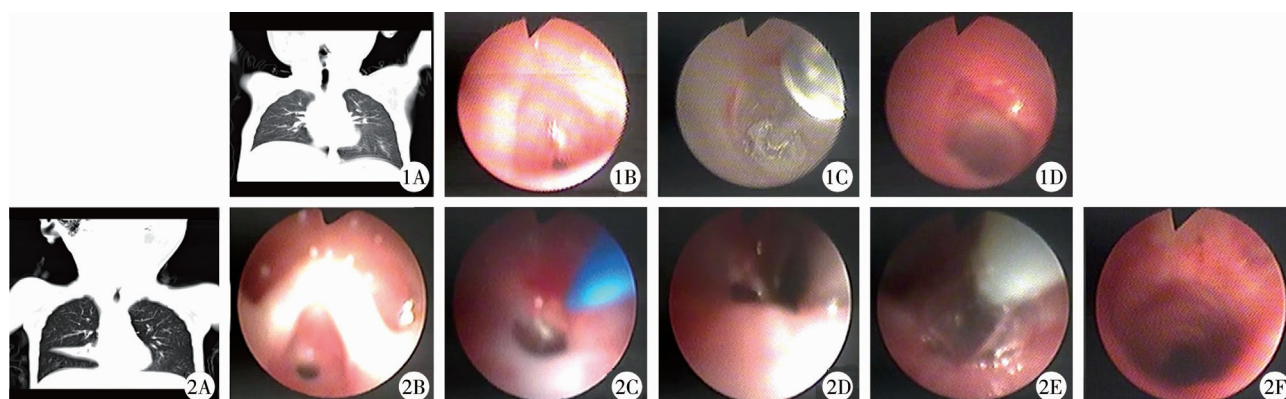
声门下短段瘢痕性狭窄患儿治疗前后图片 1A:CT片示声门下约1.0 cm处见膜状稍高密度影凸出于管腔,中央气道宽约2.5 mm;1B:治疗前支气管镜示声门下气管开口处狭窄,瘢痕组织增生,直径约2.0 mm;1C:球囊扩张;1D:球囊扩张后气管直径增宽至4~5 mm 图2 声门下气管狭窄段超过1 cm患儿治疗前后图片 2A:CT片示气管会厌下方约3.5 cm处狭窄,长度约1.5 cm,中央气道宽约2.7 mm;2B:治疗前支气管镜示声门下气管开口处环形狭窄,瘢痕组织增生,直径约3 mm,狭窄段约1.5 cm;2C:激光烧灼;2D:冷冻;2E:球囊扩张;2F:介入治疗后气管直径增宽至6 mm
